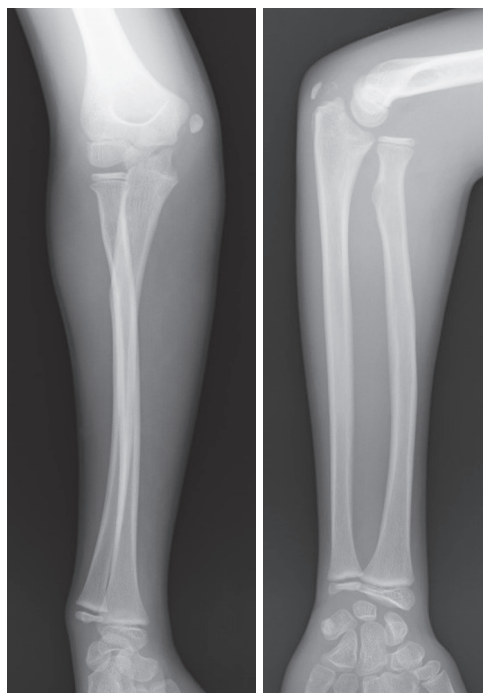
初診時単純X線像. 橈骨頭前方脱臼, 肘頭骨折, 尺骨の急性塑性変形が認められる.
